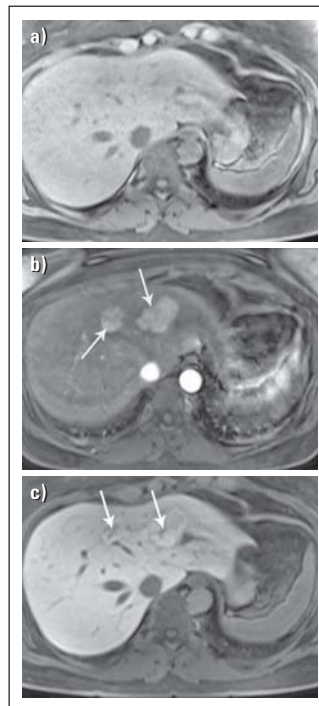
MRT-KM-Anfärbeverhalten bei Fokaler Nodulärer Hyperplasie (FNH): (a) In dem T1-gewichteten Bild ohne Kontrastmittel ist keine fokale Leberläsion zu erkennen, da FNHs meistens ähnliche Signalintensitäten (= Helligkeit) wie das umgebende Lebergewebe aufweisen. (b) Nach KM-Gabe zeigen die 2 nebeneinanderliegenden FNHs ein starkes KM-Enhancement in der arteriellen Phase und sind gut detektierbar. (c) 20 Minuten nach Gabe von Gadoxetat (Primovist®) zeigen die 2 nebeneinanderliegenden FNHs eine ähnliche KM-Aufnahme wie das umgebende Lebergewebe. Es demarkieren sich nun auch die charakteristischen (dunklen) Narben. Dies sind sichere radiologische Merkmale für die Diagnosestellung von FNHs.
